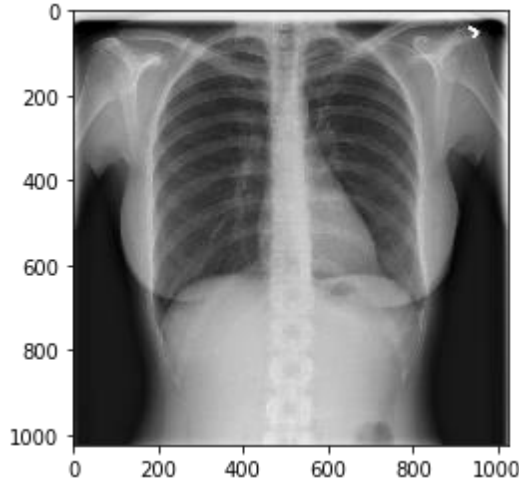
35 Zatürre Tanısı İçin Röntgen Görüntüsü [65]
